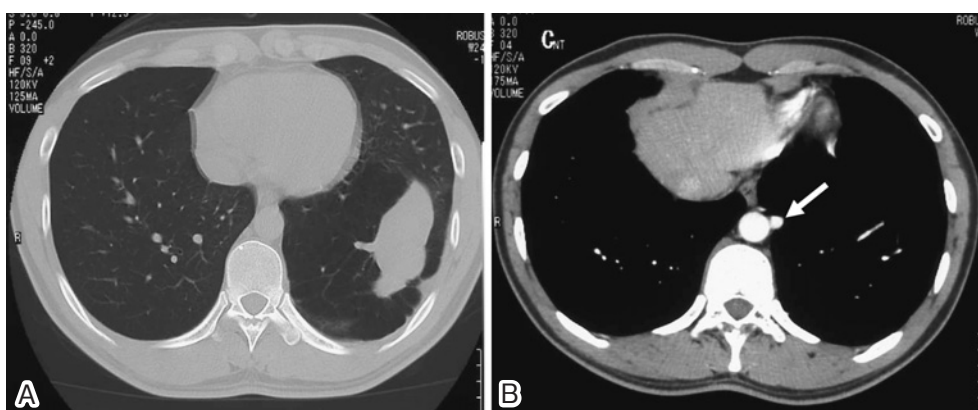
A: Chest CT scan reveals emphysematous change and a mass opacity suggesting pulmonary hemorrhage in the basal segment.
